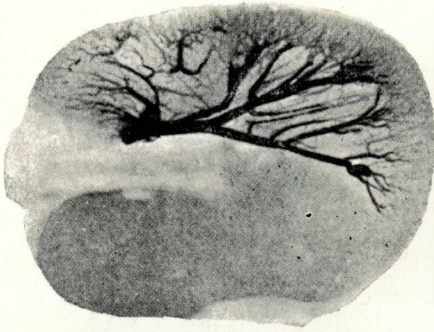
^a—Radiografía d'un tall horitzontal de ronyó, donat a nivell de la porció hiliar; injecció de l'arteria retro-pièlica. Demuestra clarament l'origen dels vasos rectes, que neixen de les arteries peri-piramidals.
